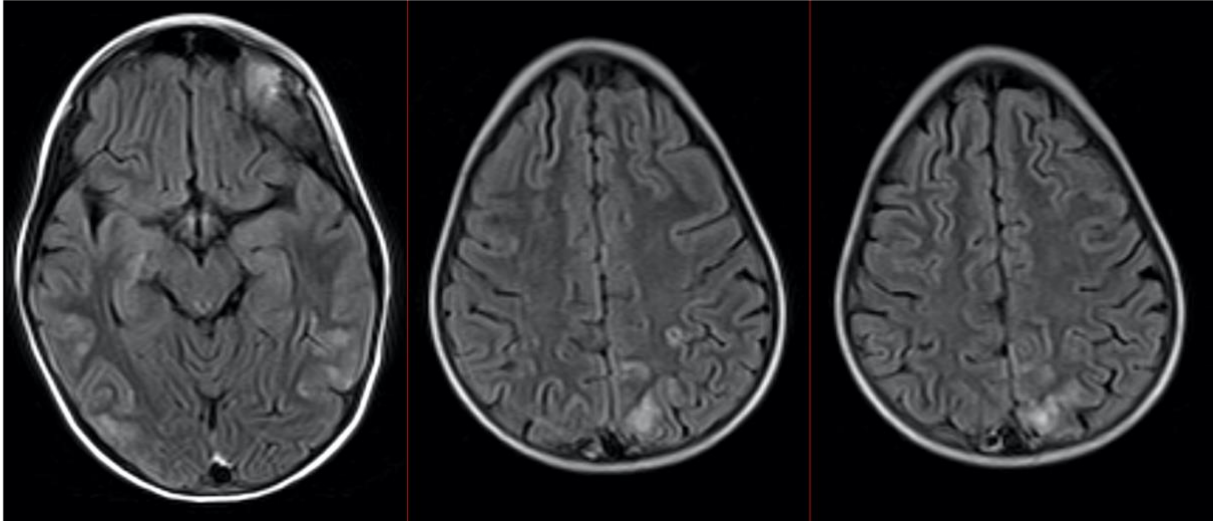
Cas 50 : Enfant de 9 ans : état de mal épileptique et hypertension en phase d'induction d'un lymphome de Burkitt. La séquence FLAIR montre un hypersignal cortico-sous-cortical de topographie postérieure temporo-occipito-pariétale bilatérale et asymétrique. Les autres séquences ne présentent pas d'anomalie. Un contrôle IRM réalisé 2 semaines plus tard montre une régression des anomalies et confirme le diagnostic de PRES.
